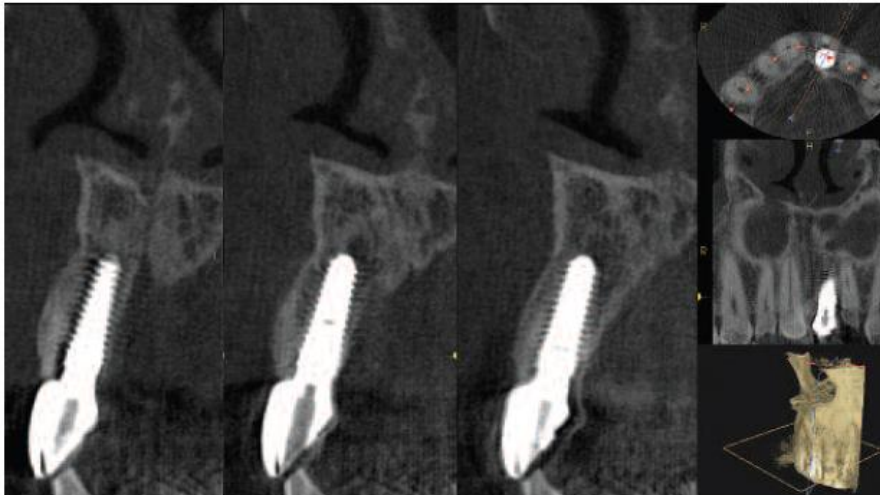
Tomografia computadorizada cone beam de 1 ano de acompanhamento. Note o volume tecidual na região vestibular ao implante. Fonte: Gluckman et al., 2015.
